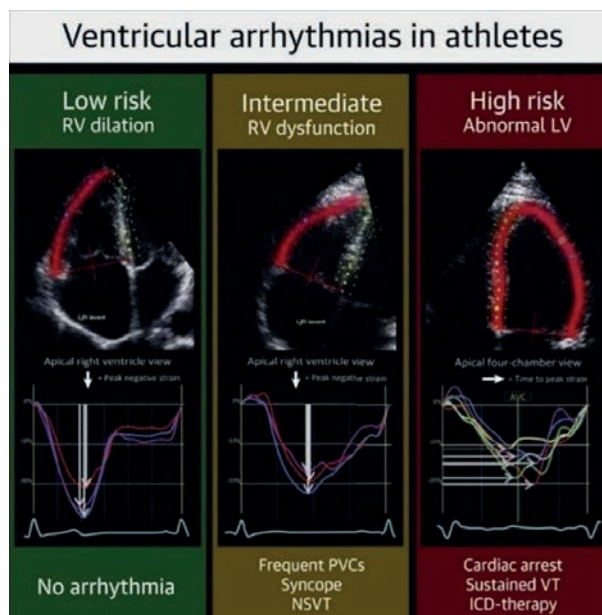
Curvas de strain longitudinal por ecocardiografía en deportistas con y sin arritmia ventricular. Modificado de: Lie ØH, Klaboe LG, Dejgaard LA, Skjølsvik ET, Grimsmo J, Bosse G, et al. Cardiac Phenotypes and Markers of Adverse Outcome in Elite Athletes With Ventricular Arrhythmias. *JACC Cardiovasc Imaging*. 2021;14(1):148-158.
